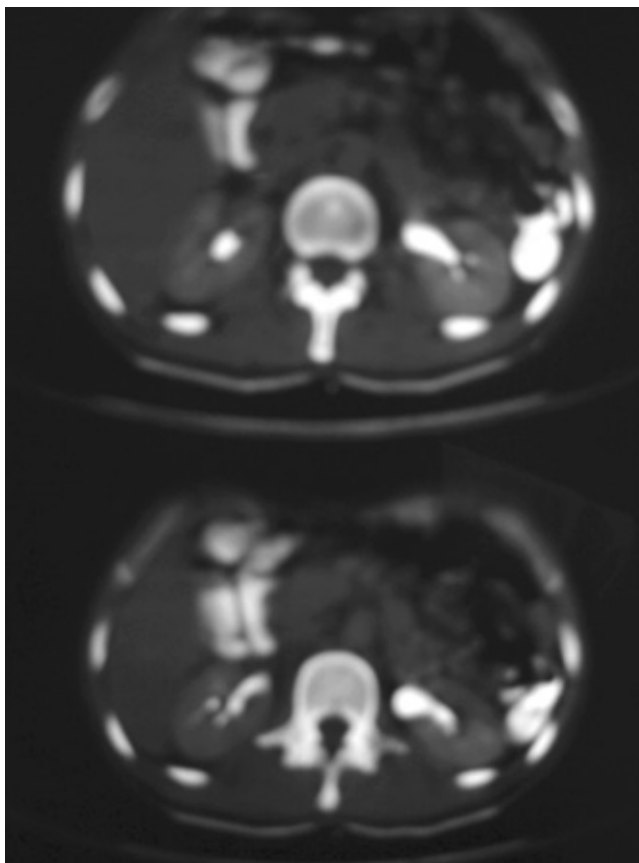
Tomografía de abdomen total mostrando masa de ubicación intraperitoneal a la altura del borde superior de L3, con aéreas hipodensas en su interior, infiltrando la masa del mesenterio y desplazando al intestino, adherida a la vena cava inferior además de adenopatías corregionales.
